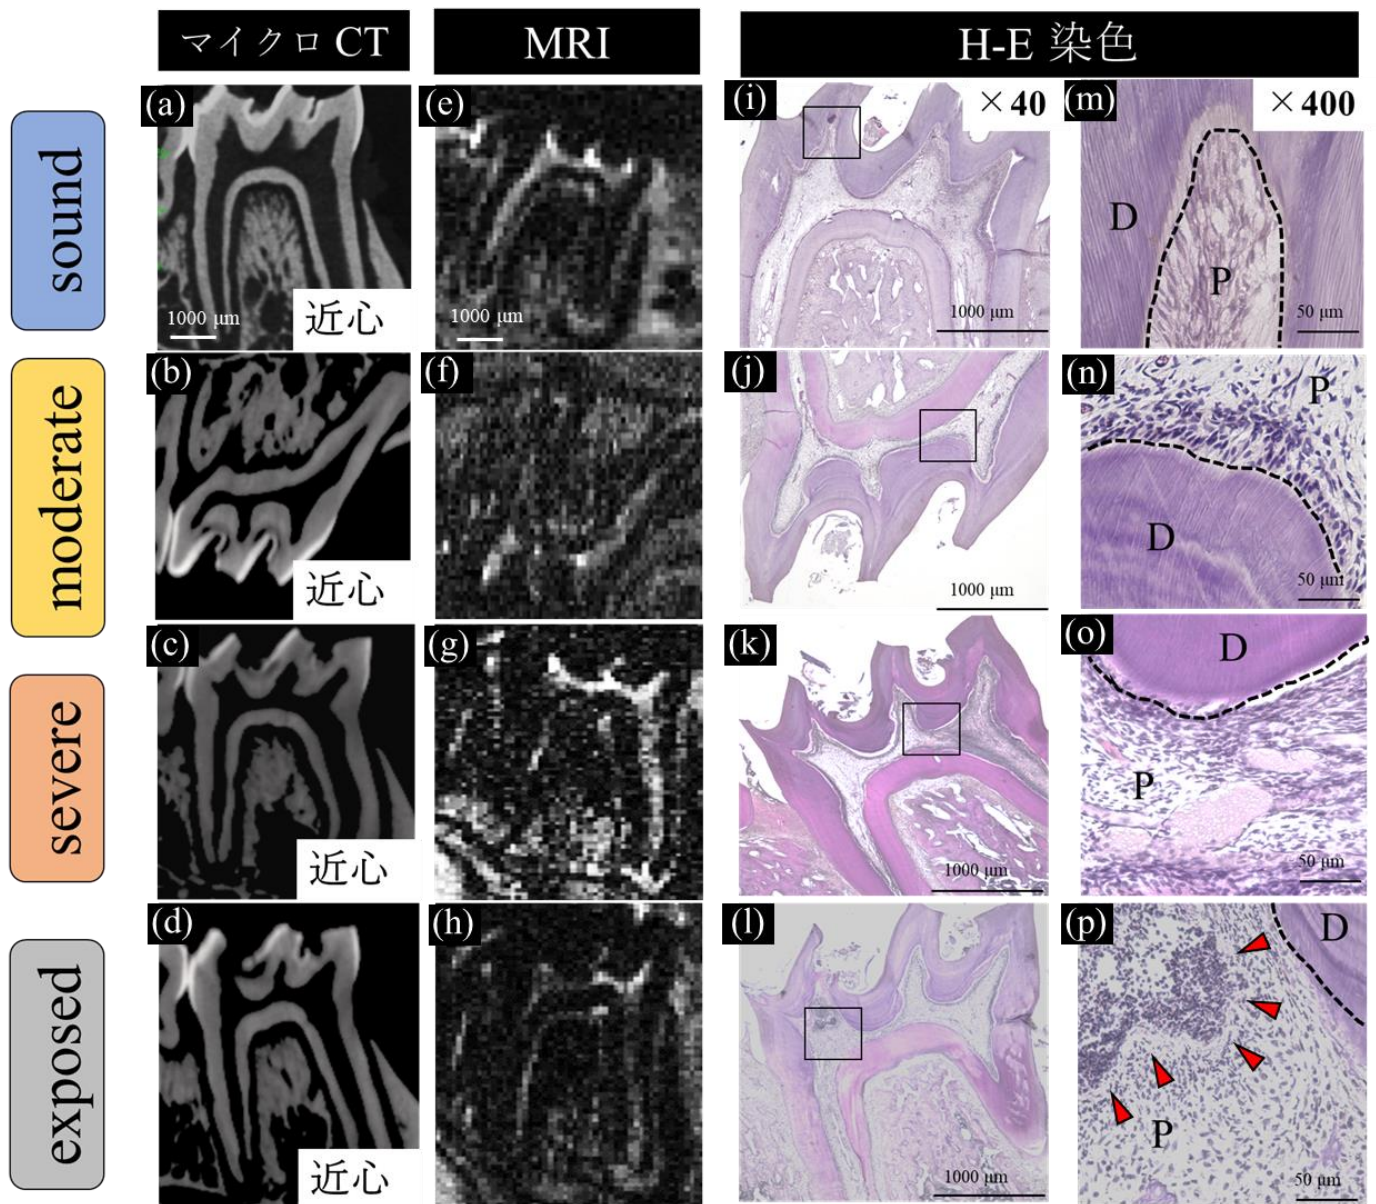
う蝕の進行段階におけるマイクロ CT 画像，T2 強調画像，および H-E 染色像
